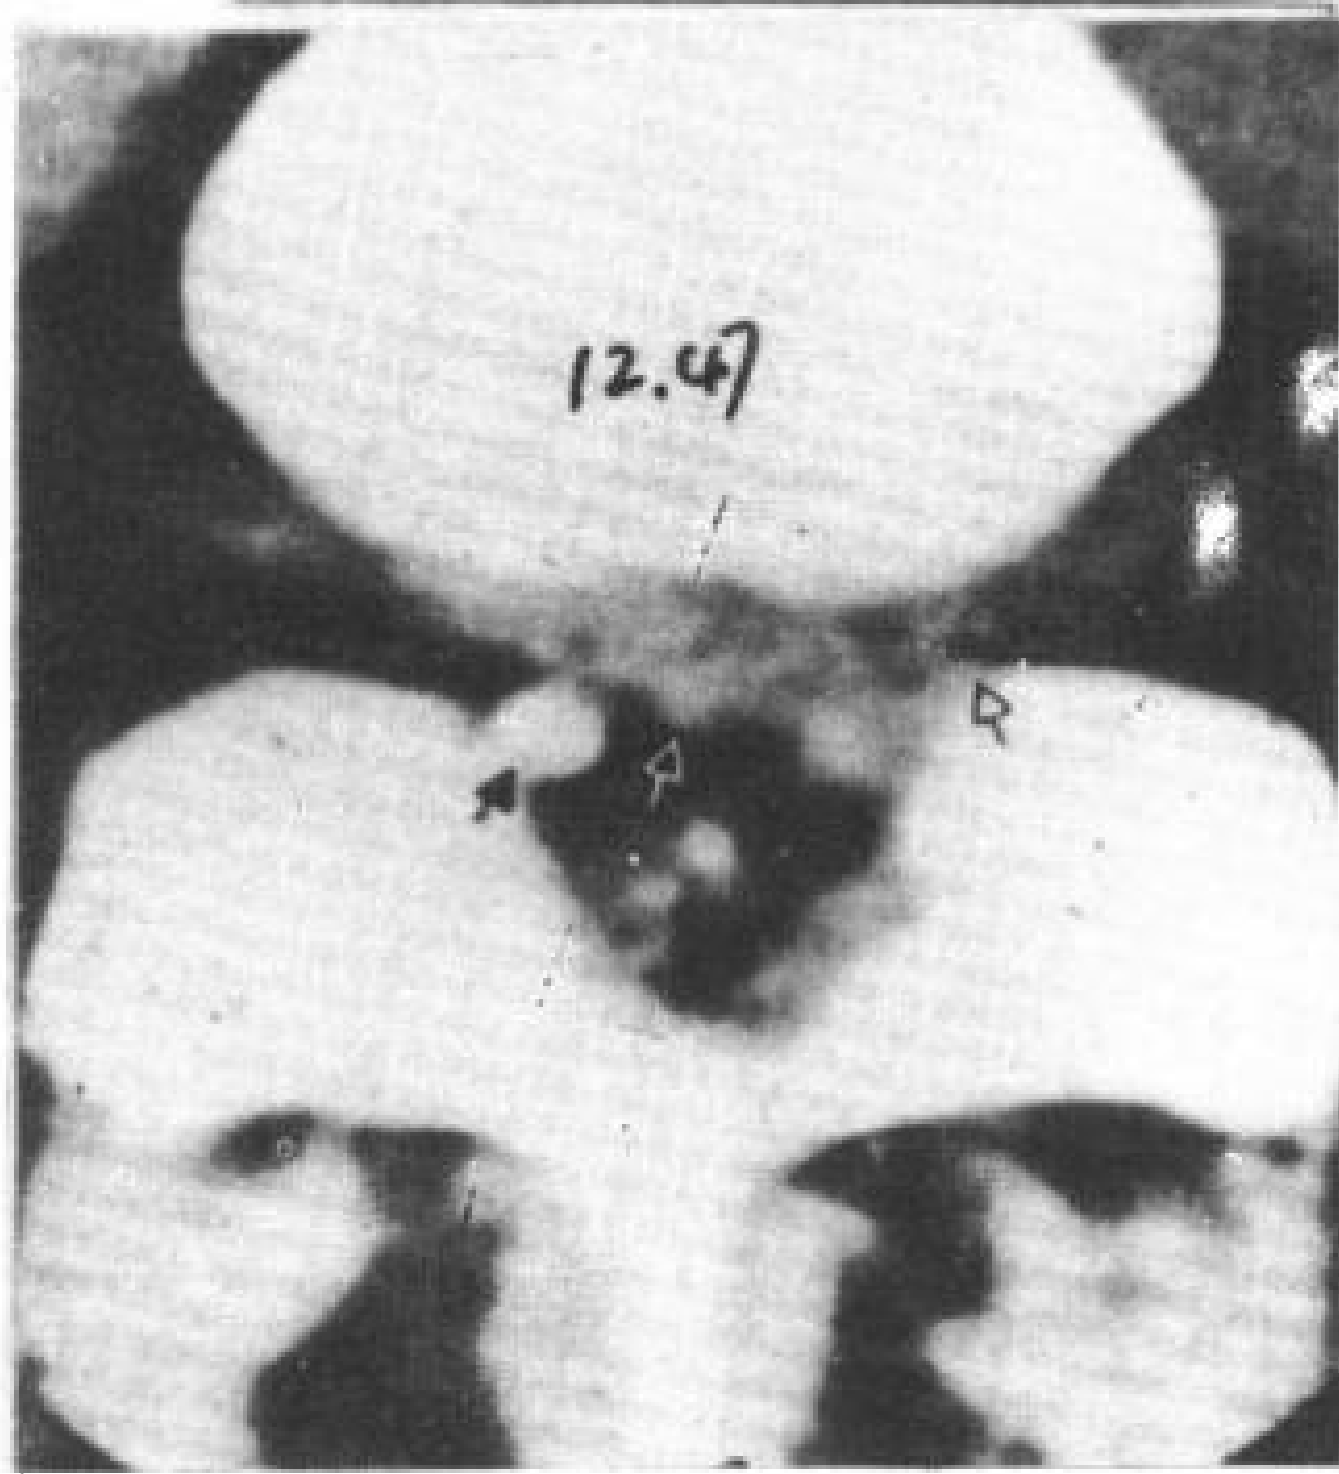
CT 显示椎间盘突出, 而脊髓造影阴性。26 岁, 男性, 左坐骨神经痛。CT 显示 L<sub>5</sub>~S<sub>1</sub> 大的椎间盘突出 (A, B), 两侧神经根位置和密度不对称。S<sub>1</sub> 神经根鞘 (↑) 有造影剂。
